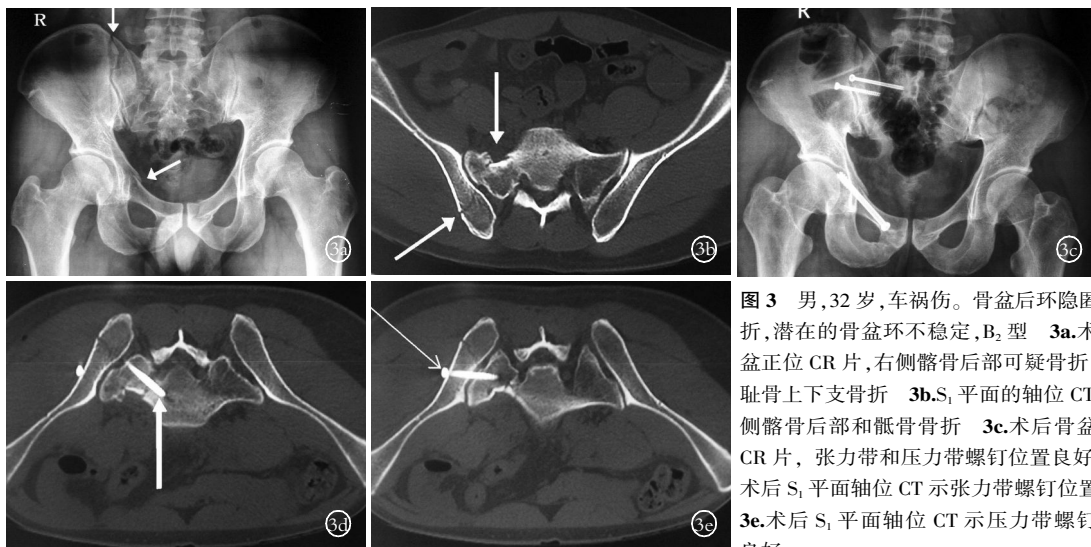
男, 32 岁, 车祸伤。骨盆后环隐匿性骨折, 潜在的骨盆环不稳定, B<sub>2</sub> 型 3a. 术前骨盆正位 CR 片, 右侧髂骨后部可疑骨折, 右侧耻骨上下支骨折 3b. S<sub>1</sub> 平面的轴位 CT 示右侧髂骨后部和骶骨骨折 3c. 术后骨盆正位 CR 片, 张力带和压力带螺钉位置良好 3d. 术后 S<sub>1</sub> 平面轴位 CT 示张力带螺钉位置良好 3e. 术后 S<sub>1</sub> 平面轴位 CT 示压力带螺钉位置良好
